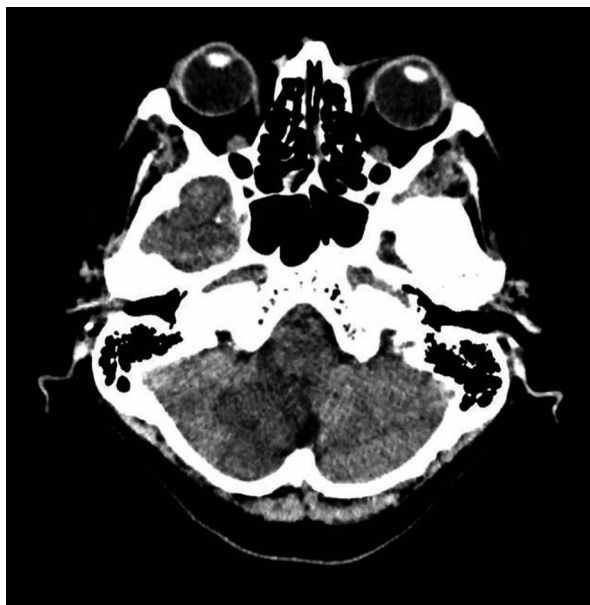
TC cerebro: Lesiones hipodensas de aspecto isquémico con compromiso de hemisferio cerebeloso derecho en territorio vascular PICA.
